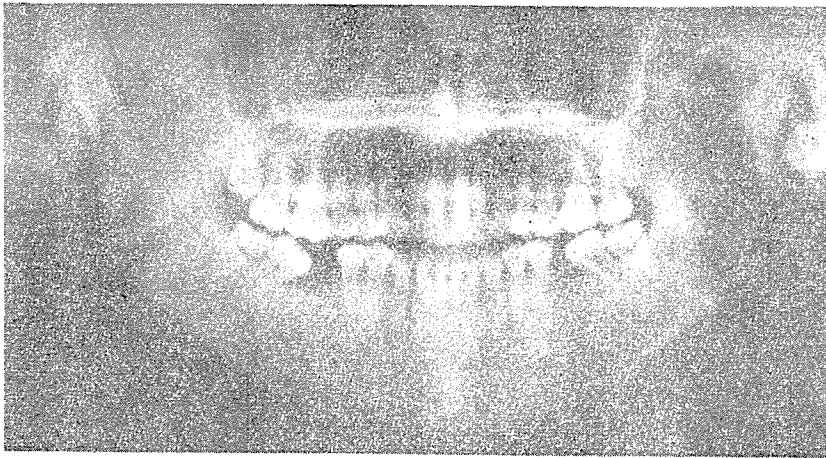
生體를 撮影한 Orthopantomogram, 口蓋骨의 延長된 像과 脊柱의 像이 左右로 二重像이 나타났다.
